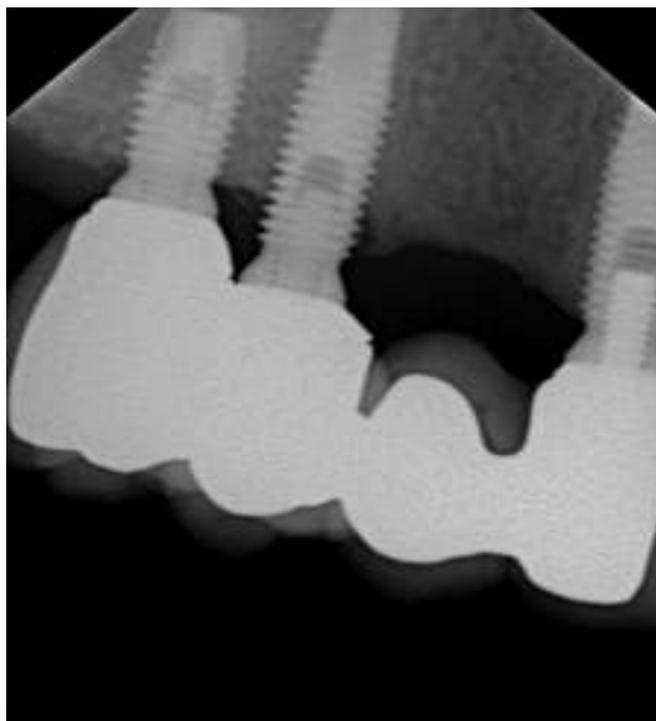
Radiografia final.
